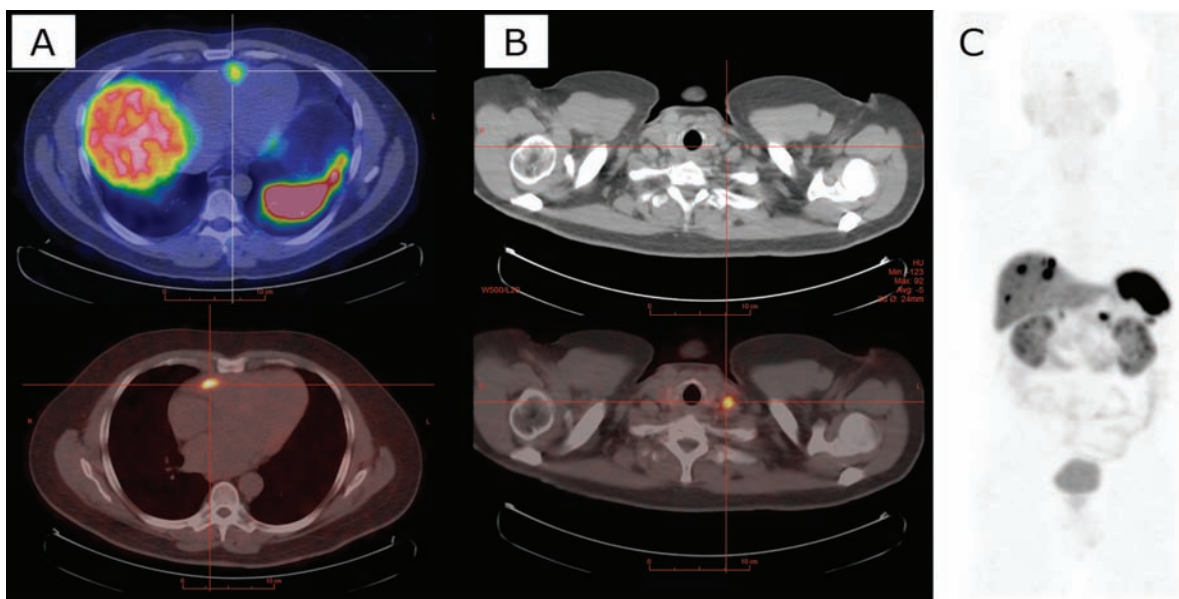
Imagerie TEP-Octréotate démontrant des lésions insoupçonnées. Image A (haut et bas) : métastase cardiaque de TNE chez deux patients. Image B (Haut TDM, Bas Fusion TEP-TDM) : métastase cervicale de 3 mm d'une TNE du grêle. Image C (TEP) : TNE du corps du pancréas avec multiples métastases hépatiques.
